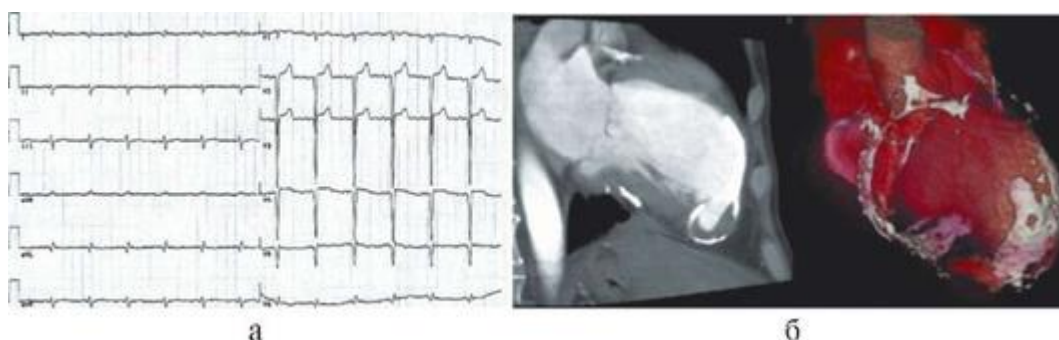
ЭКГ (а) и мультиспиральная компьютерная томография (б) пациента с истинной и ложной аневризмой левого желудочка (пояснения см. в тексте)
